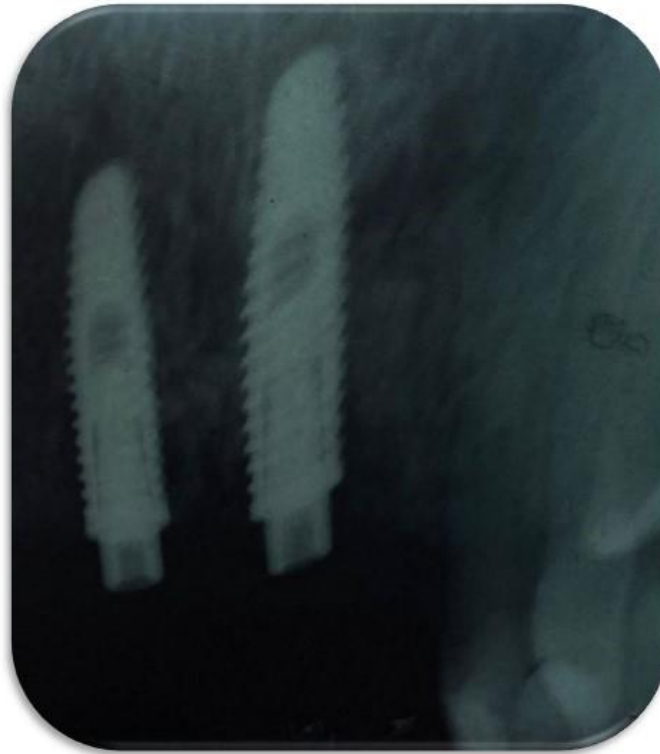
Radiografia periapical após sete meses da instalação dos implantes.
